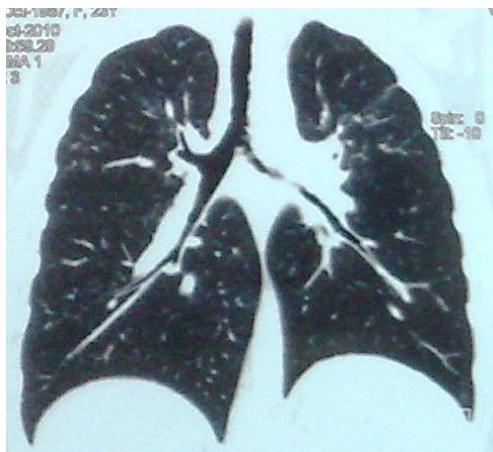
High-resolution chest tomography (05/10/10)
